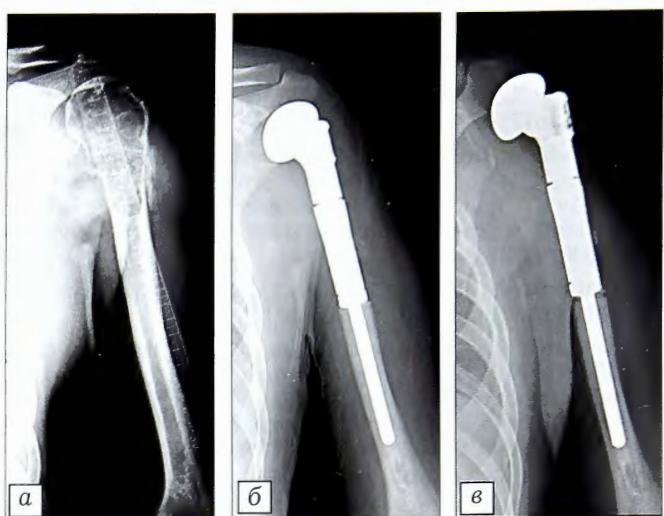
Рентгенограммы больного Б. 48 лет. Диагноз: хондросаркома проксимального отдела левой плечевой кости T2N0M0 GI IIb ст.
